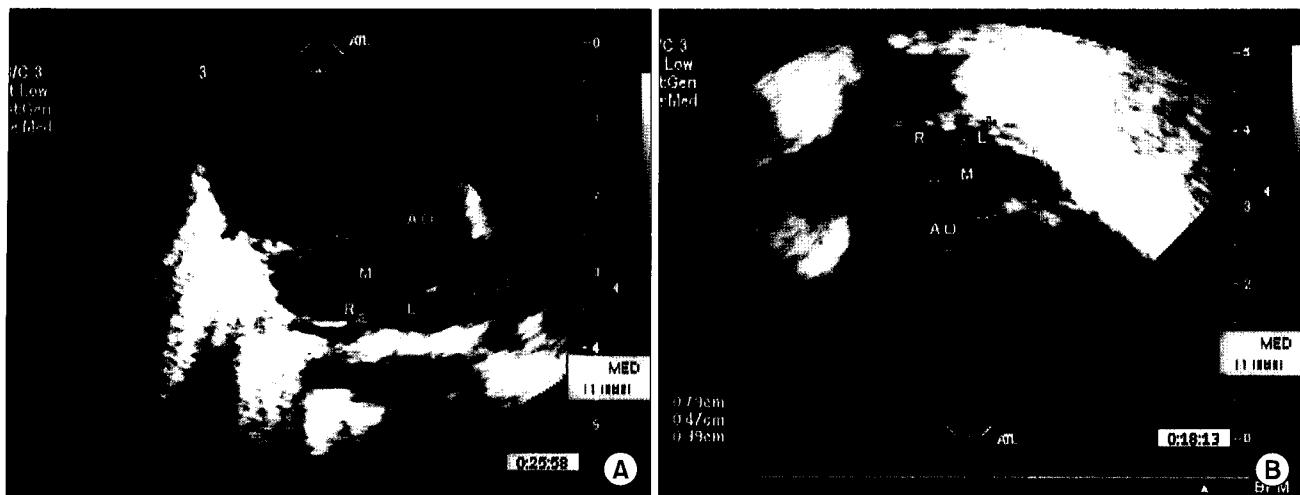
Preoperative 2D echocardiography. (A) Parasternal short axis view (B) Subcostal 4 chamber view. Ao=Ascending aorta; M=Main pulmonary artery; R=Right pulmonary artery; L=Left pulmonary artery.
